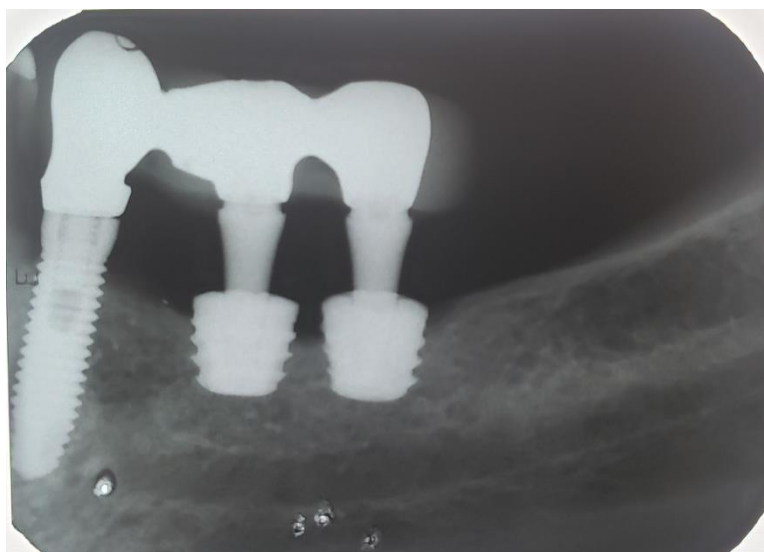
Rx periapical 10 dias após procedimento cirúrgico.
